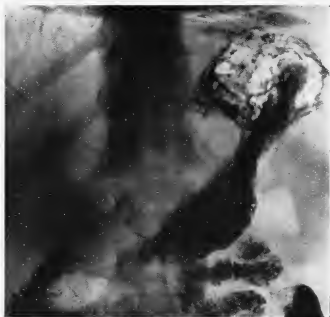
Radiographie de l'ensemble de l'estomac avant l'opération, montrant l'amputation pylorique et l'aspect lacunaire de l'antra.
